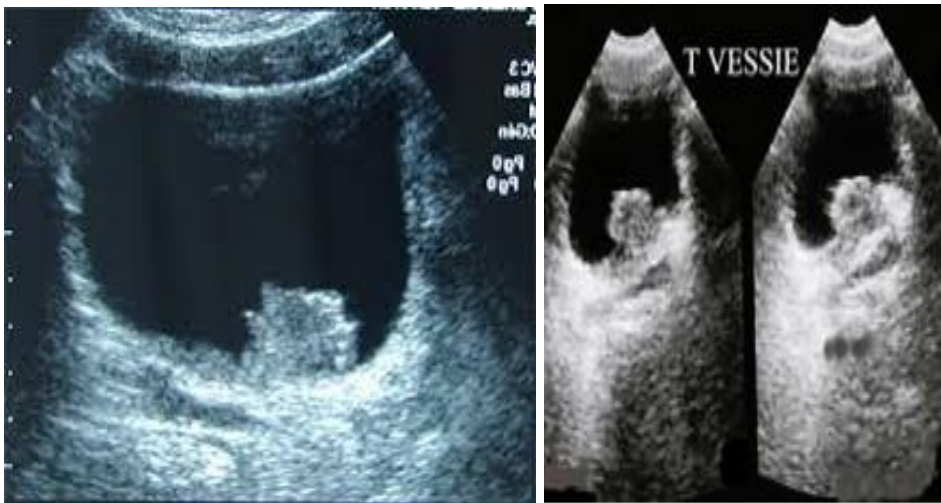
Des échographies vésicales montrant des tumeurs de la vessie
